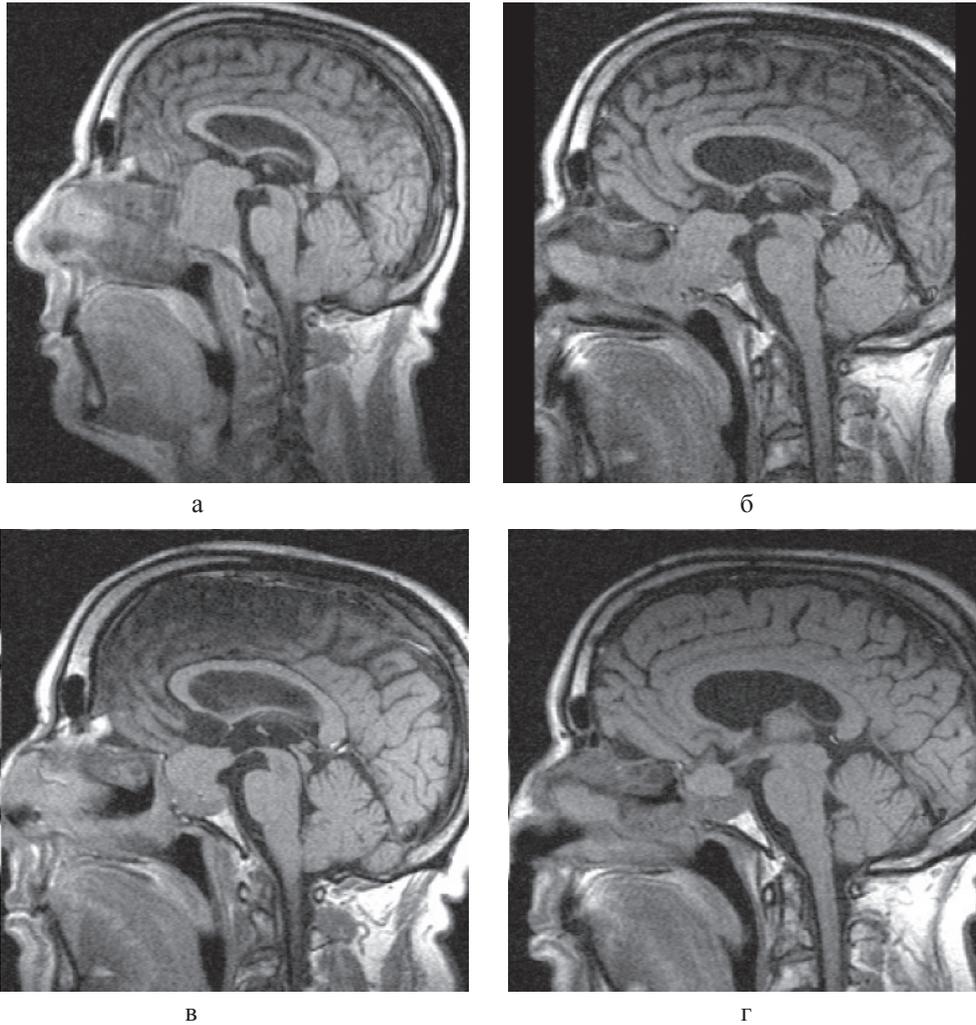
Томограмма больного К, 62 г. от 19.09.2008 г.:
